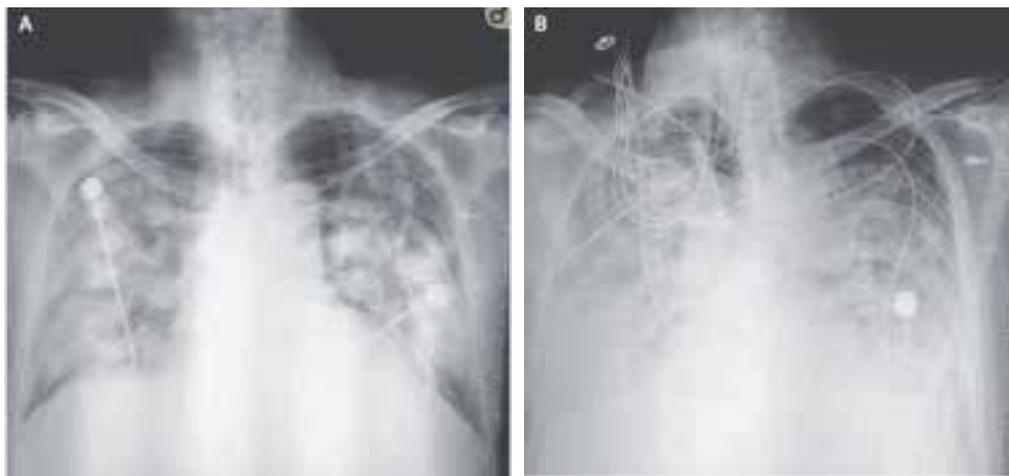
Radiografía de tórax de un mismo paciente en el día 8 (A) y el día 11 (B). Entre las dos imágenes, el paciente estuvo intubado con respiración mecánica asistida. Las imágenes esponjosas se observan en ambas imágenes, pero en la B se acentúan la densidad, la profusión y la confluencia de las imágenes, principalmente a nivel de las bases pulmonares donde se suma la acumulación de líquido pleural.
